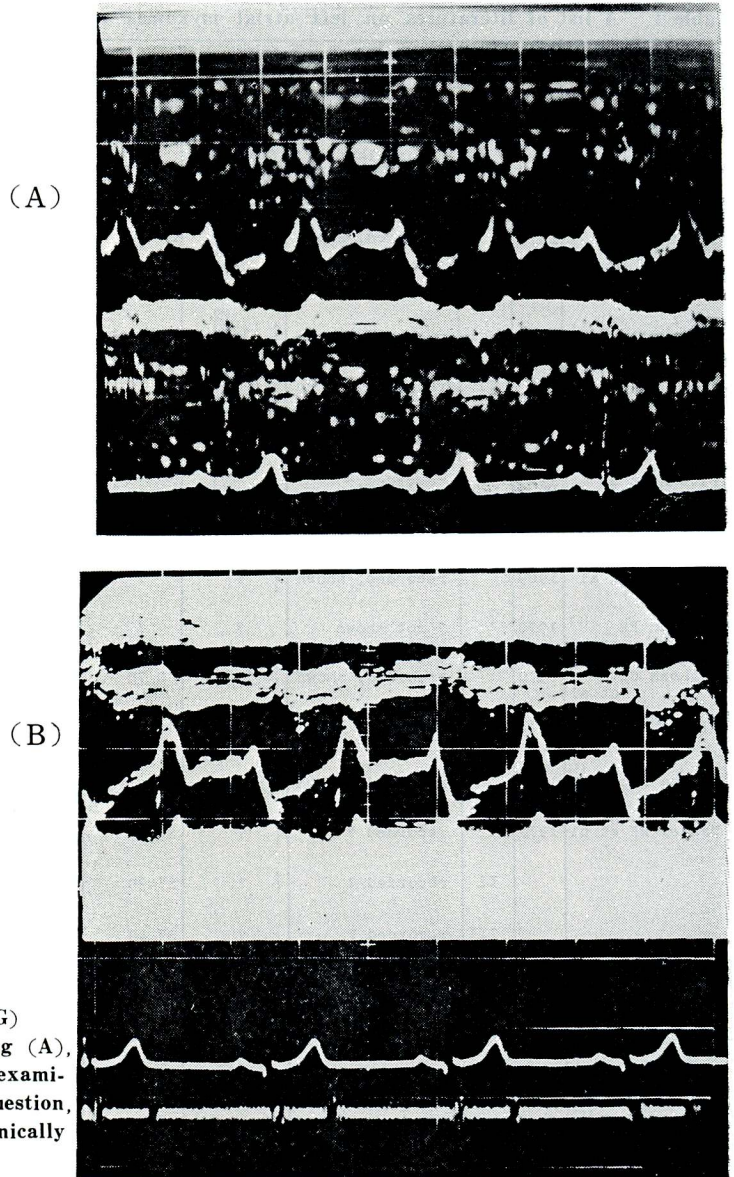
Ultrasoundcardiogram (UCG) recorded in a healthy adult, comparing (A), which prevailed at the time of the examination of patients with myxoma in question, and (B) which has more technically satisfactory recording condition.
